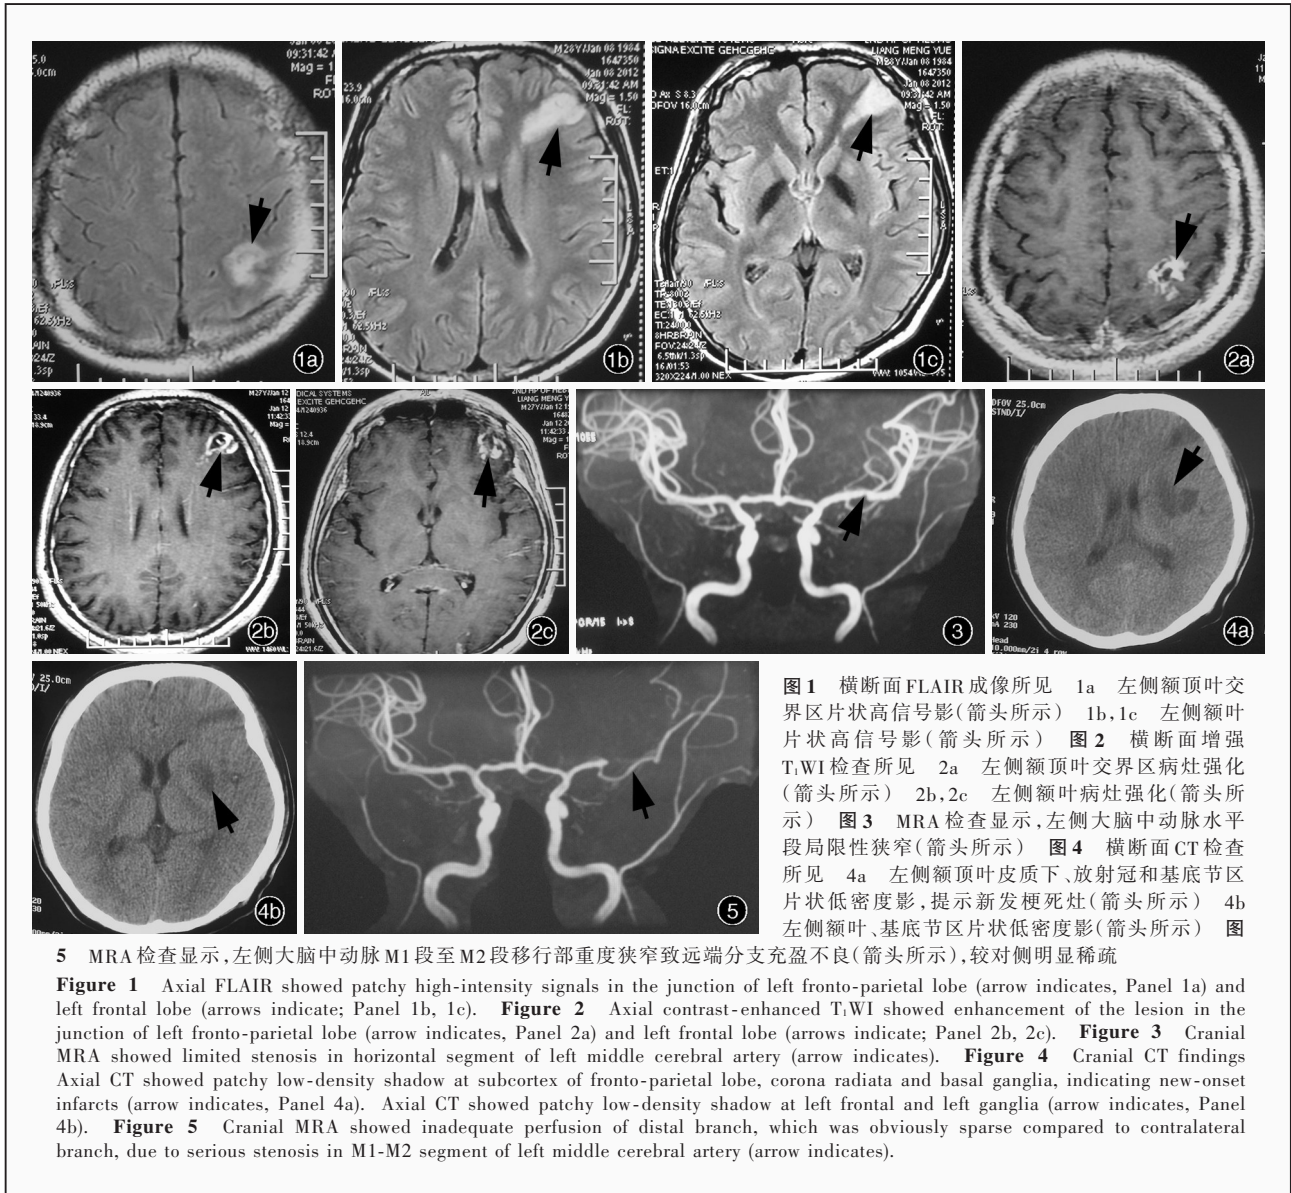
横断面FLAIR成像所见 1a 左侧额顶叶交界区片状高信号影(箭头所示) 1b,1c 左侧额顶叶片状高信号影(箭头所示) 图2 横断面增强T₁WI检查所见 2a 左侧额顶叶交界区病灶强化(箭头所示) 2b,2c 左侧额顶叶病灶强化(箭头所示) 图3 MRA检查显示,左侧大脑中动脉水平段局限性狭窄(箭头所示) 图4 横断面CT检查所见 4a 左侧额顶叶皮质下、放射冠和基底节区片状低密度影,提示新发脑梗死灶(箭头所示) 4b 左侧额叶、基底节区片状低密度影(箭头所示) 图5 MRA检查显示,左侧大脑中动脉M1段至M2段移行部重度狭窄致远端分支充盈不良(箭头所示),较对侧明显稀疏
